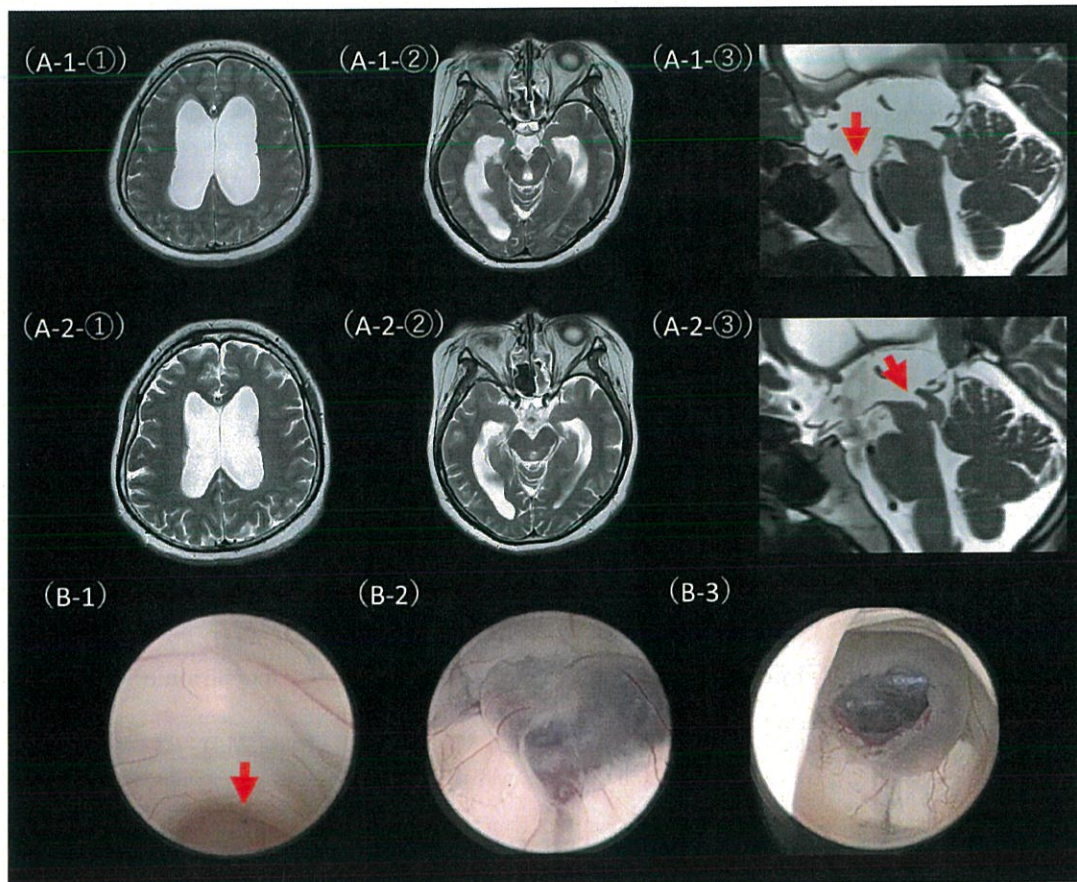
MRI and endoscopy findings.
